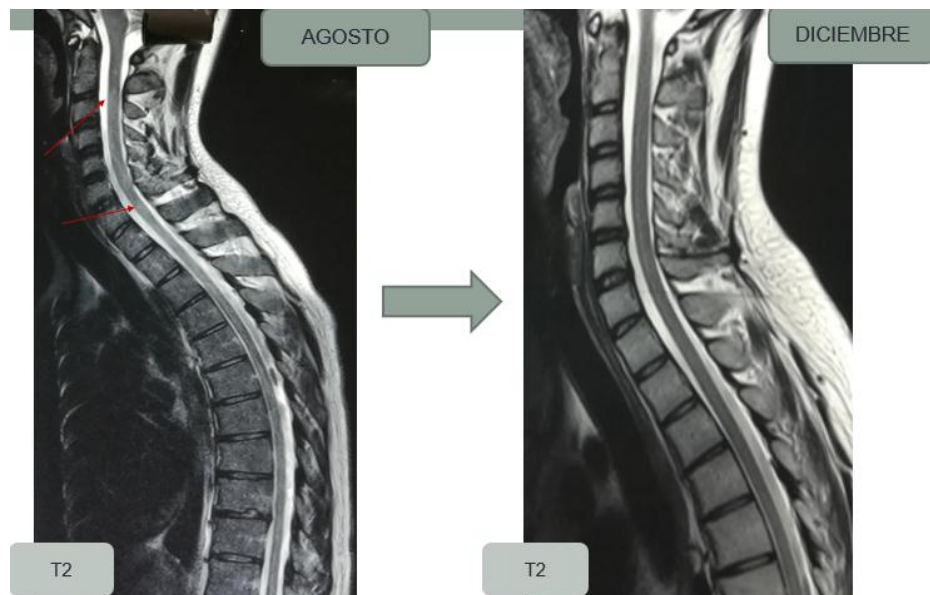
RMN de médula espinal antes y después de completar los 6 pulsos de ciclofosfamida.
